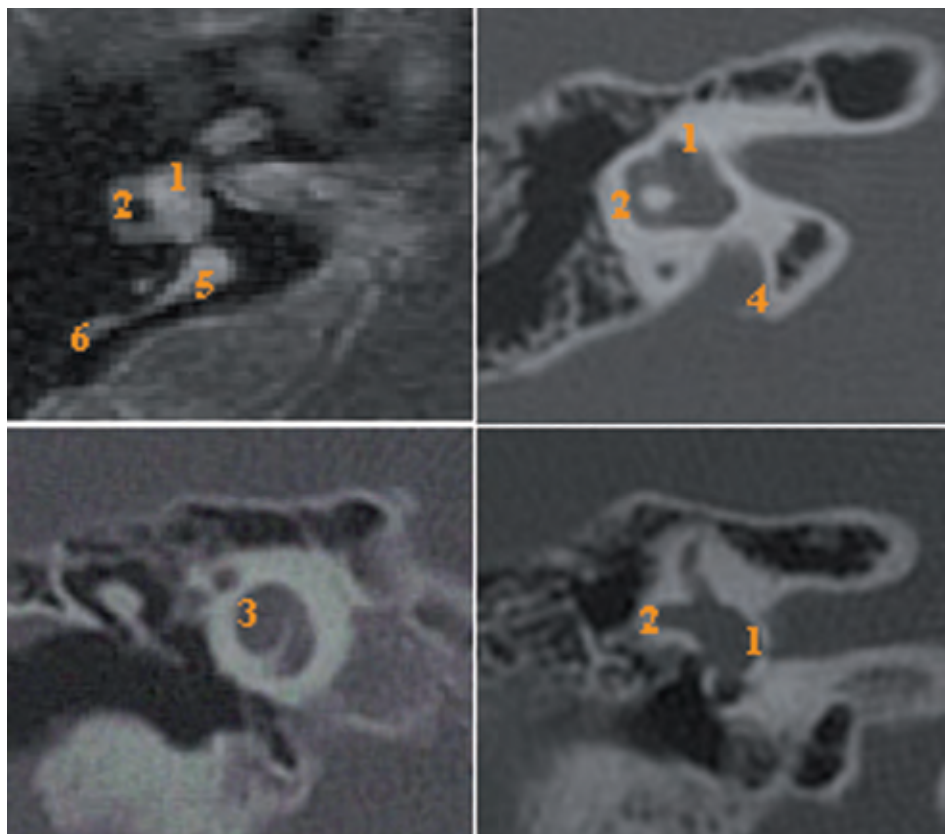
Malformazioni a rischio di “gusher”. TC orecchio in bambina di 11 anni: dilatazione vestibolo (1), ipoplasia canale semicircolare laterale (2), displasia coclea (3), dilatazione acquedotto vestibolare (4), dotto (5) e sacco endolinfatico (6)–(osservazione personale)
